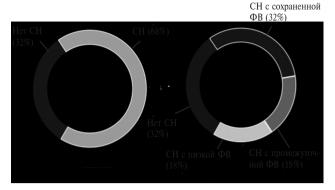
Частота СН и ее эхокардиографических фенотипов у госпитализированных пациентов с СД2 (n=1008)
